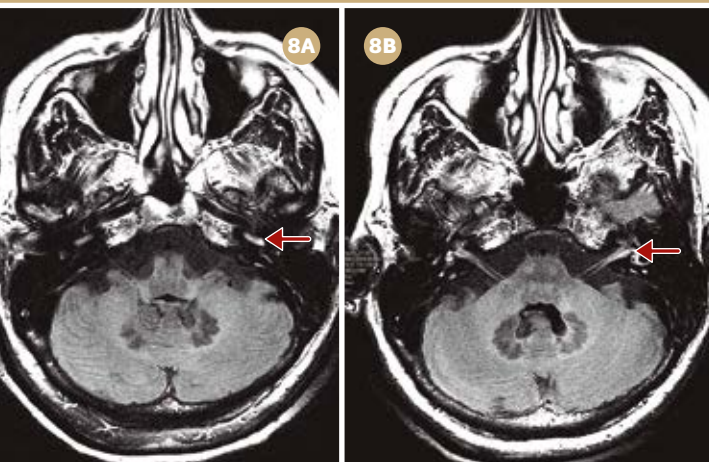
Paciente com doença de Ménière com tontura, perda auditiva e zumbido à esquerda. Em 8A, imagem de RM FLAIR 3D após 4 horas da administração EV do gadolínio, com protocolo específico identifica realce mais acentuado da cóclea esquerda (seta). Em 8B, imagem de RM FLAIR 3D após 4 horas da administração EV do gadolínio evidencia discreto aumento do sáculo esquerdo (seta), que tem dimensões semelhantes ao utrículo adjacente. Tais achados denotam hidropsia endolinfática.
